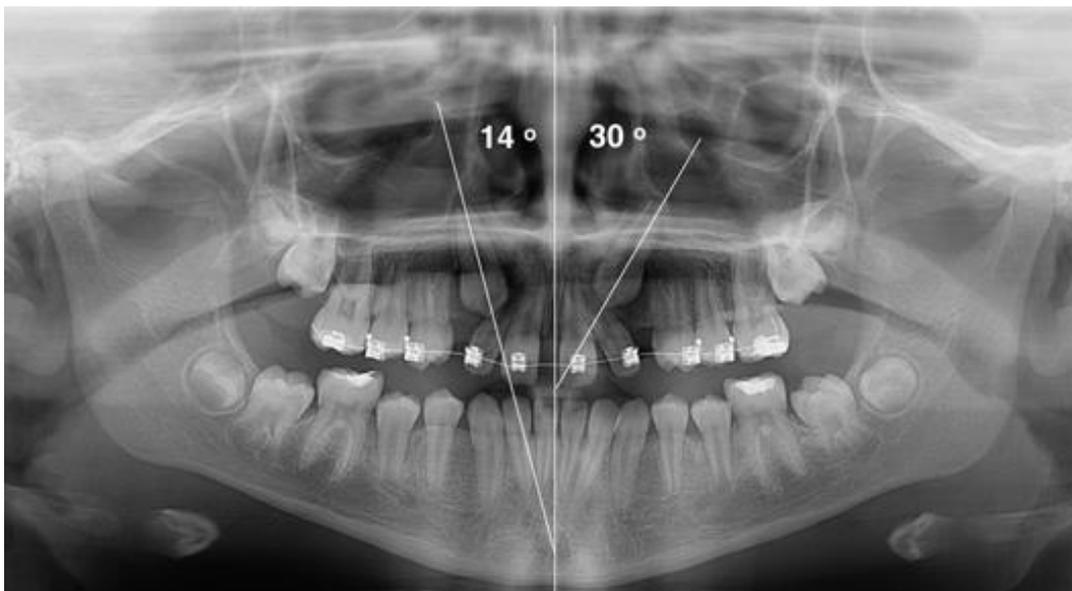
Radiografia panorâmica com as linhas de quantificação do ângulo formado entre o longo eixo do canino e a linha média.
